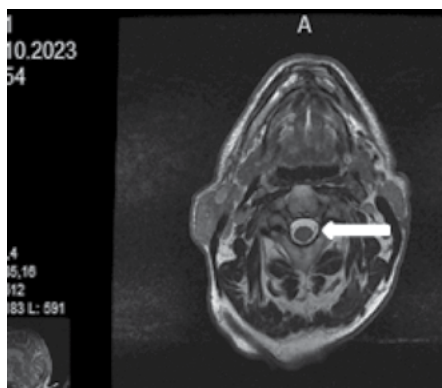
МРТ шейного отдела позвоночника (аксиальная проекция), стрелкой указан позвоночный канал на уровне C2–3
